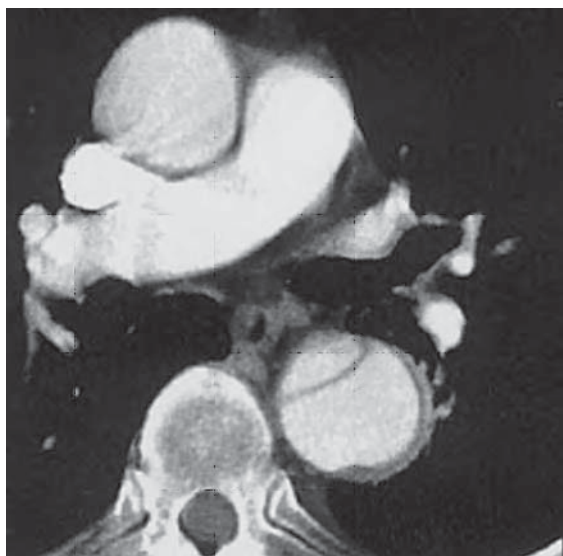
/8. TAC de paciente con aneurisma disecante tipo B, colocación de dispositivo intravascular por vía transfemoral.
